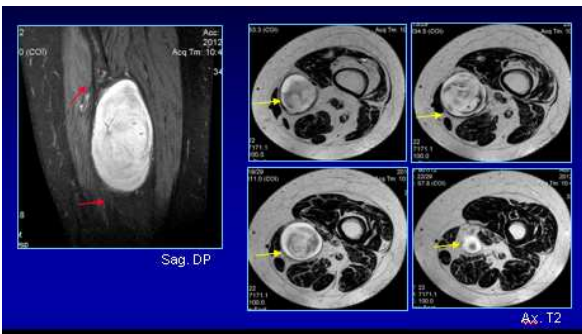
caratteristiche RM.
